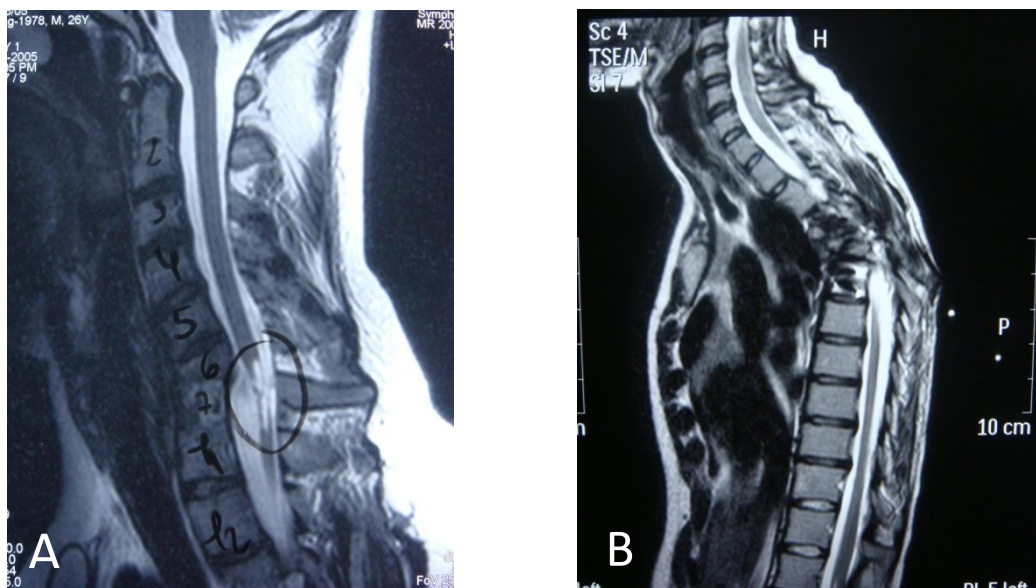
(A): Ressonância magnética da coluna cervical de paciente com TRM; (B): RNM de paciente com fratura de vértebras torácicas e LME.
